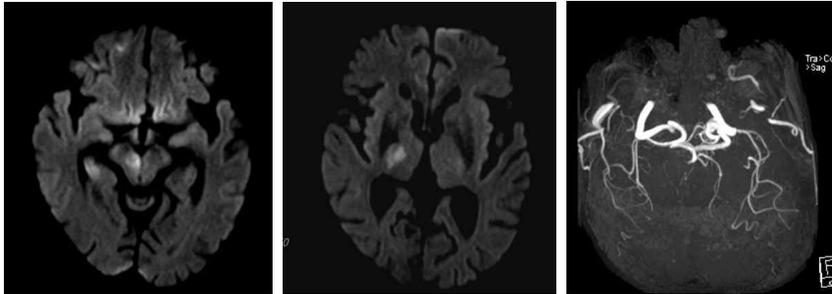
Brain magnetic resonance imaging (MRI DWI/Angiography) of patient.
